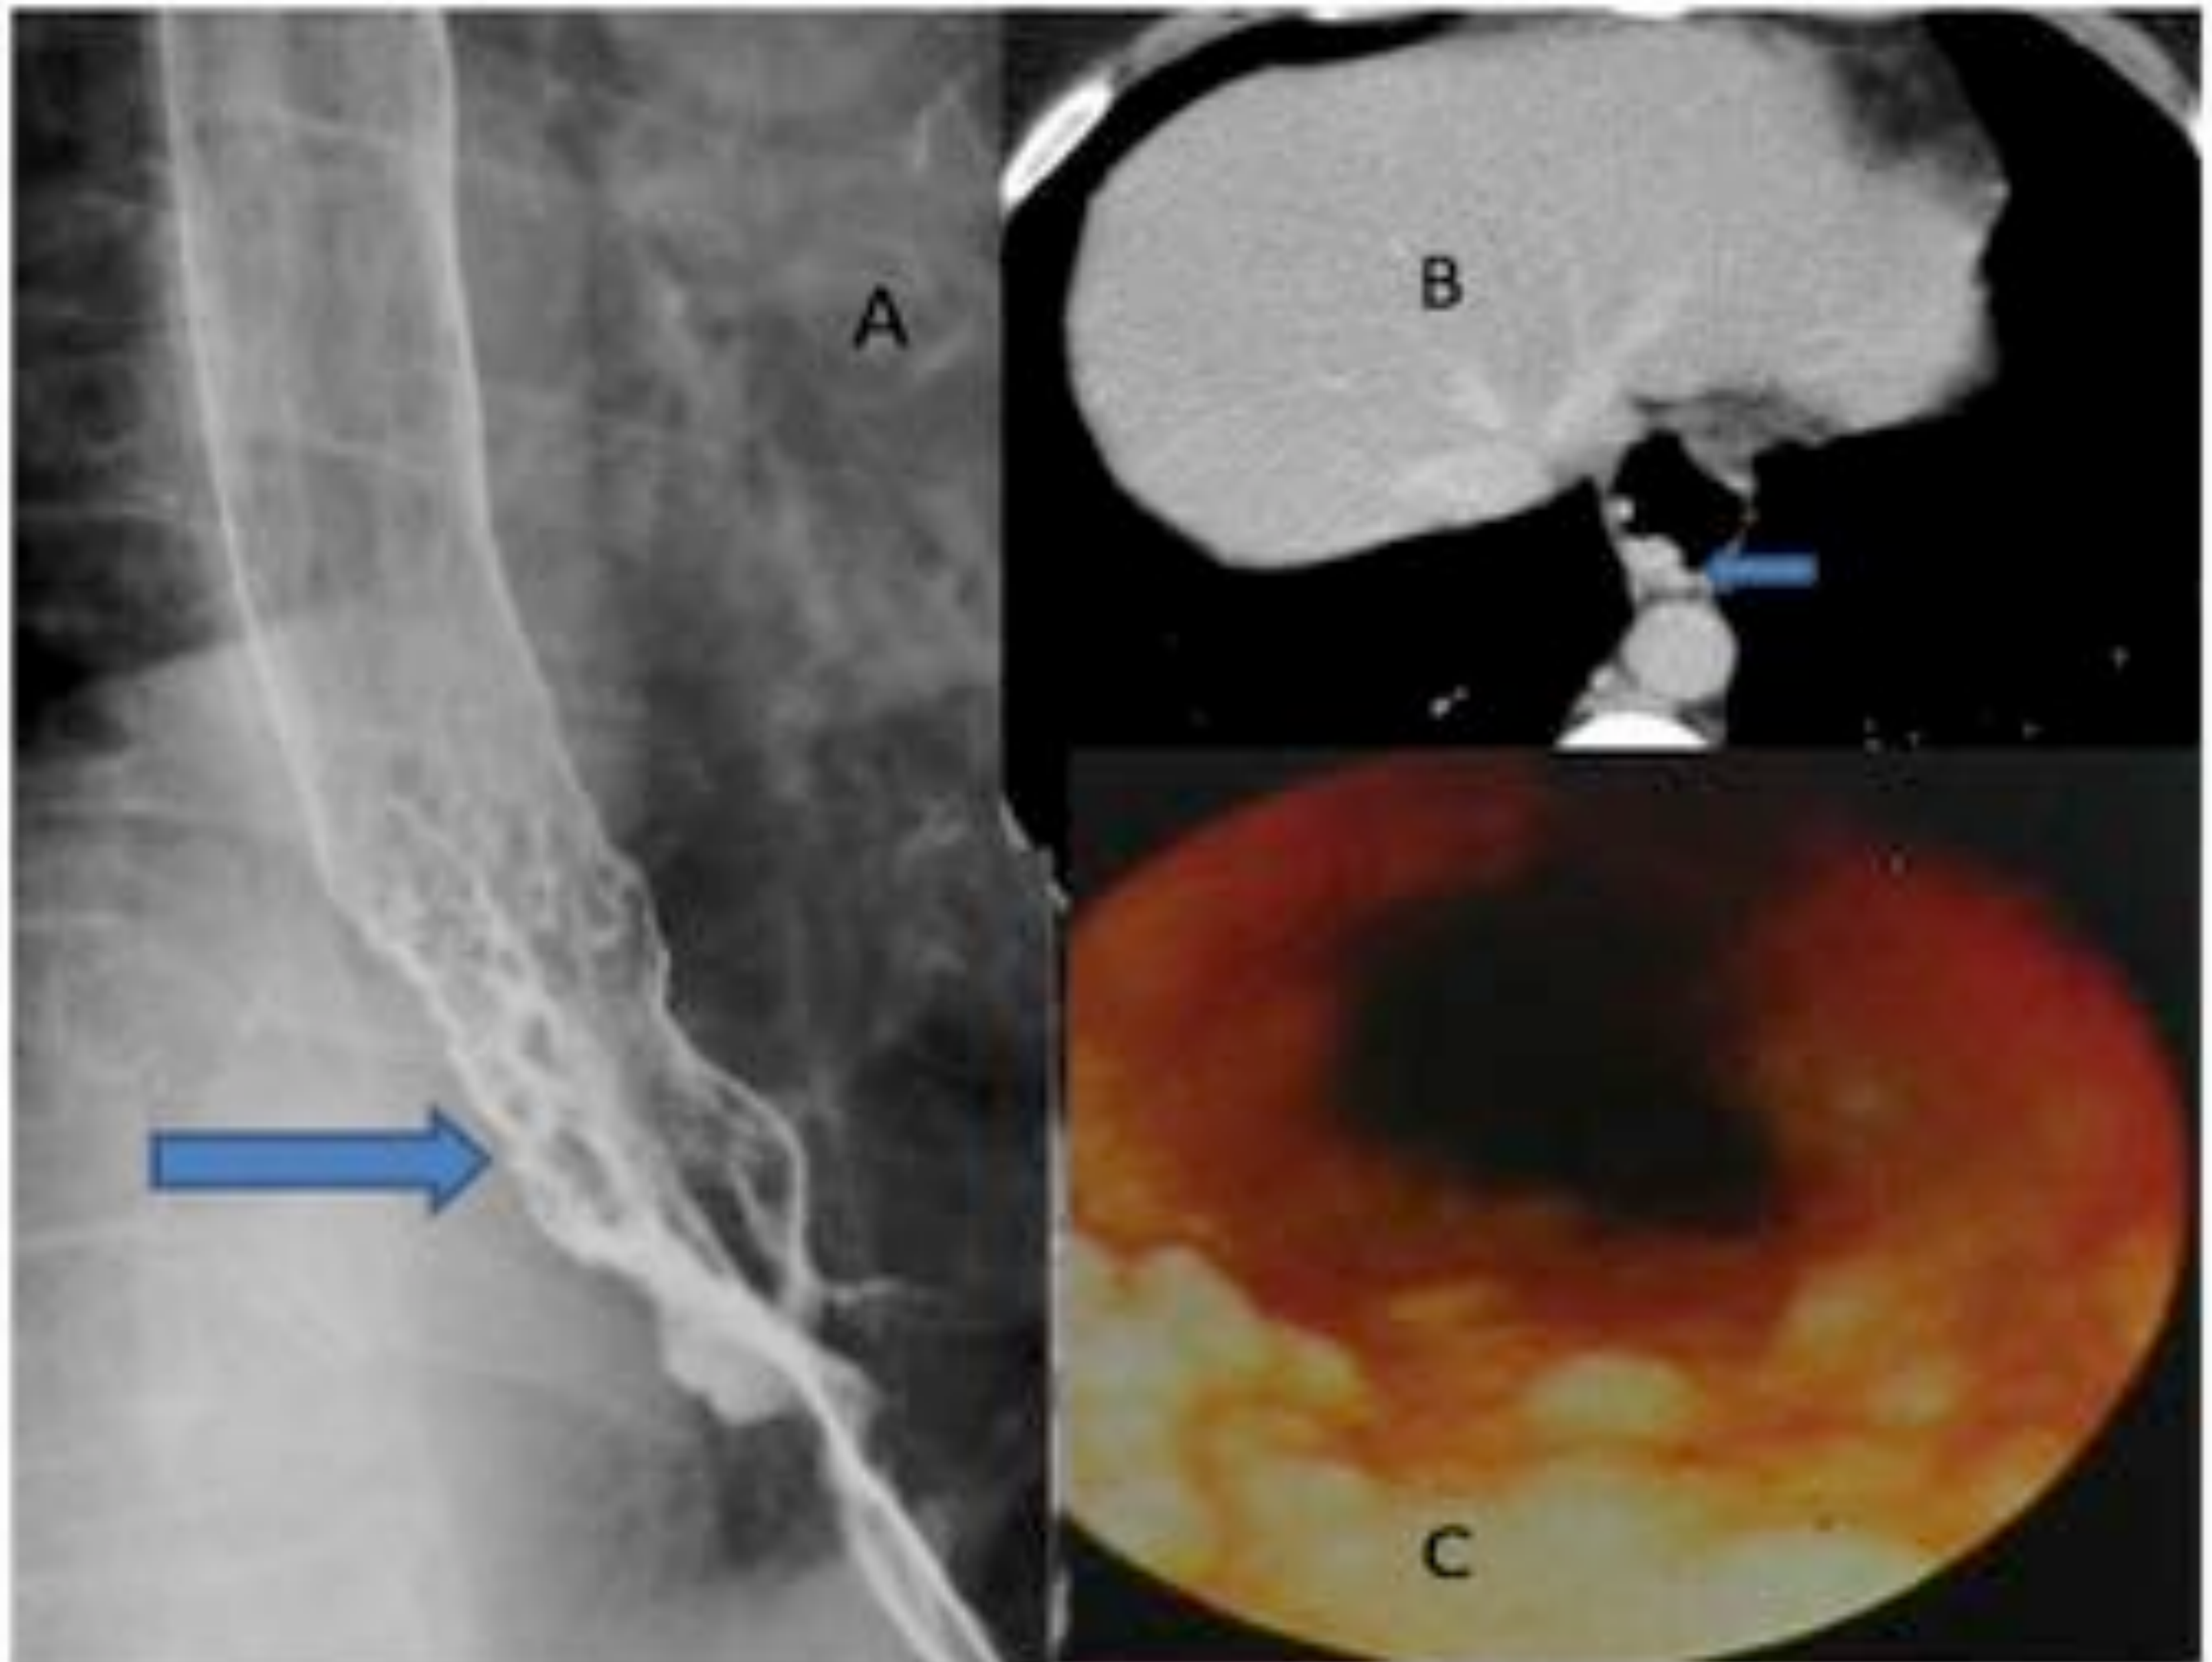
Adenocarcinoma de esófago (Barrett). El esofagograma (A) muestra múltiples nódulos (flecha) y en el TC (B) se observa un engrosamiento nodular posterior ( flecha). La endoscopia (C) confirma el aspecto nodular de la mucosa.
